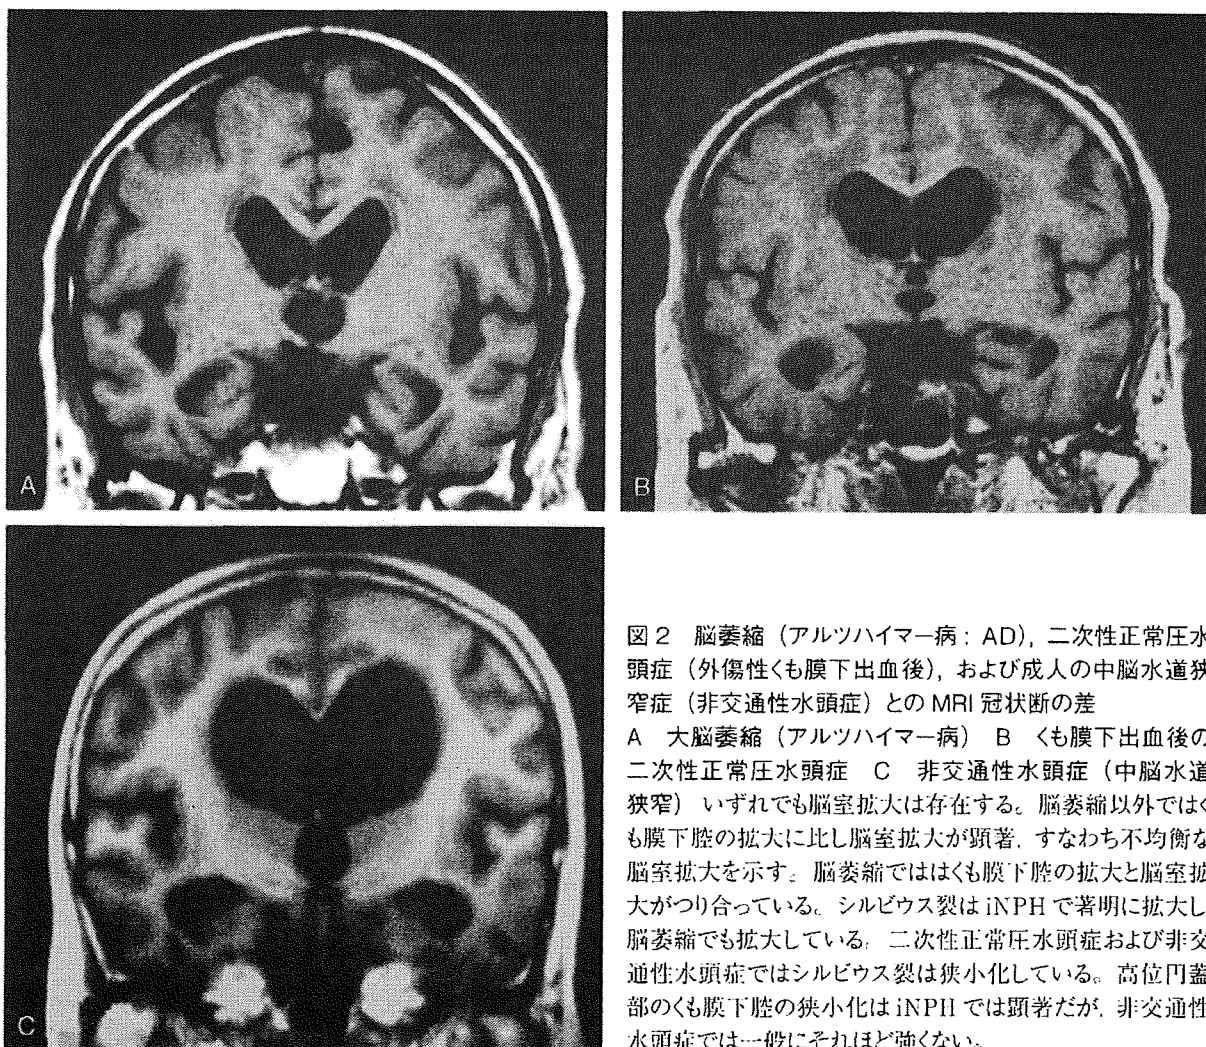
脳萎縮（アルツハイマー病：AD）、二次性正常圧水頭症（外傷性くも膜下出血後）、および成人の中脳水道狭窄症（非交通性水頭症）とのMRI 冠状断の差
